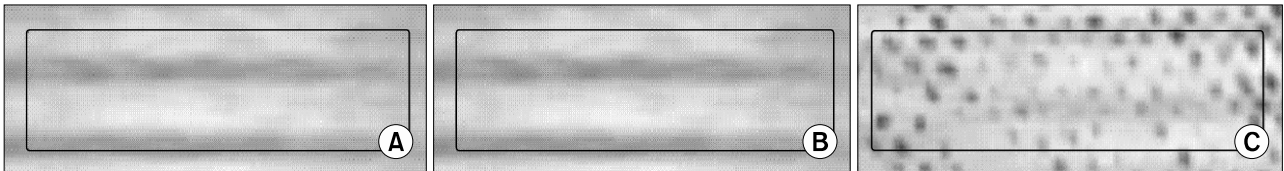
CT-scan image to the 3 kinds of tissue equivalent. Bolx-II (A), paraffin wax (B), thermoplastic materials (C).
